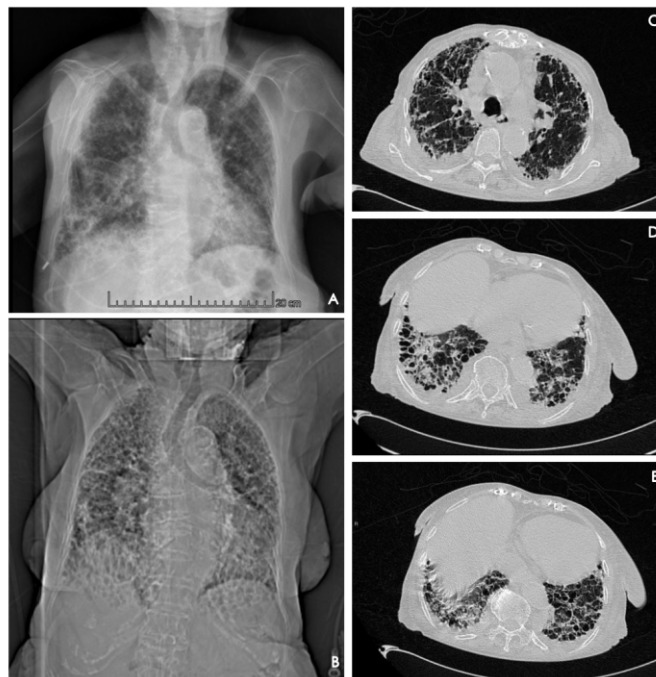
Daño pulmonar demostrado en imagen. A: Radiografía Antero-posterior de Tórax. B, C, D y E: TC-AR que muestra derrame pleural bilateral, fibrosis intersticial diseminada, múltiples bronquiectasias y bulas subpleurales de predominio basal.
